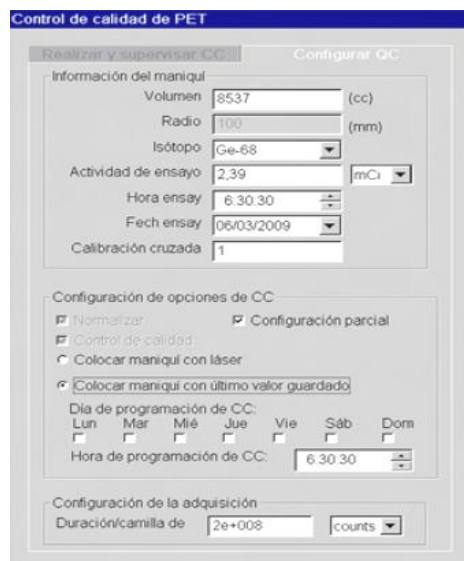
Cuadro de diálogo del control de calidad diario del PET, ingreso de datos concernientes a la calibración del maniquí de Ge-68.
